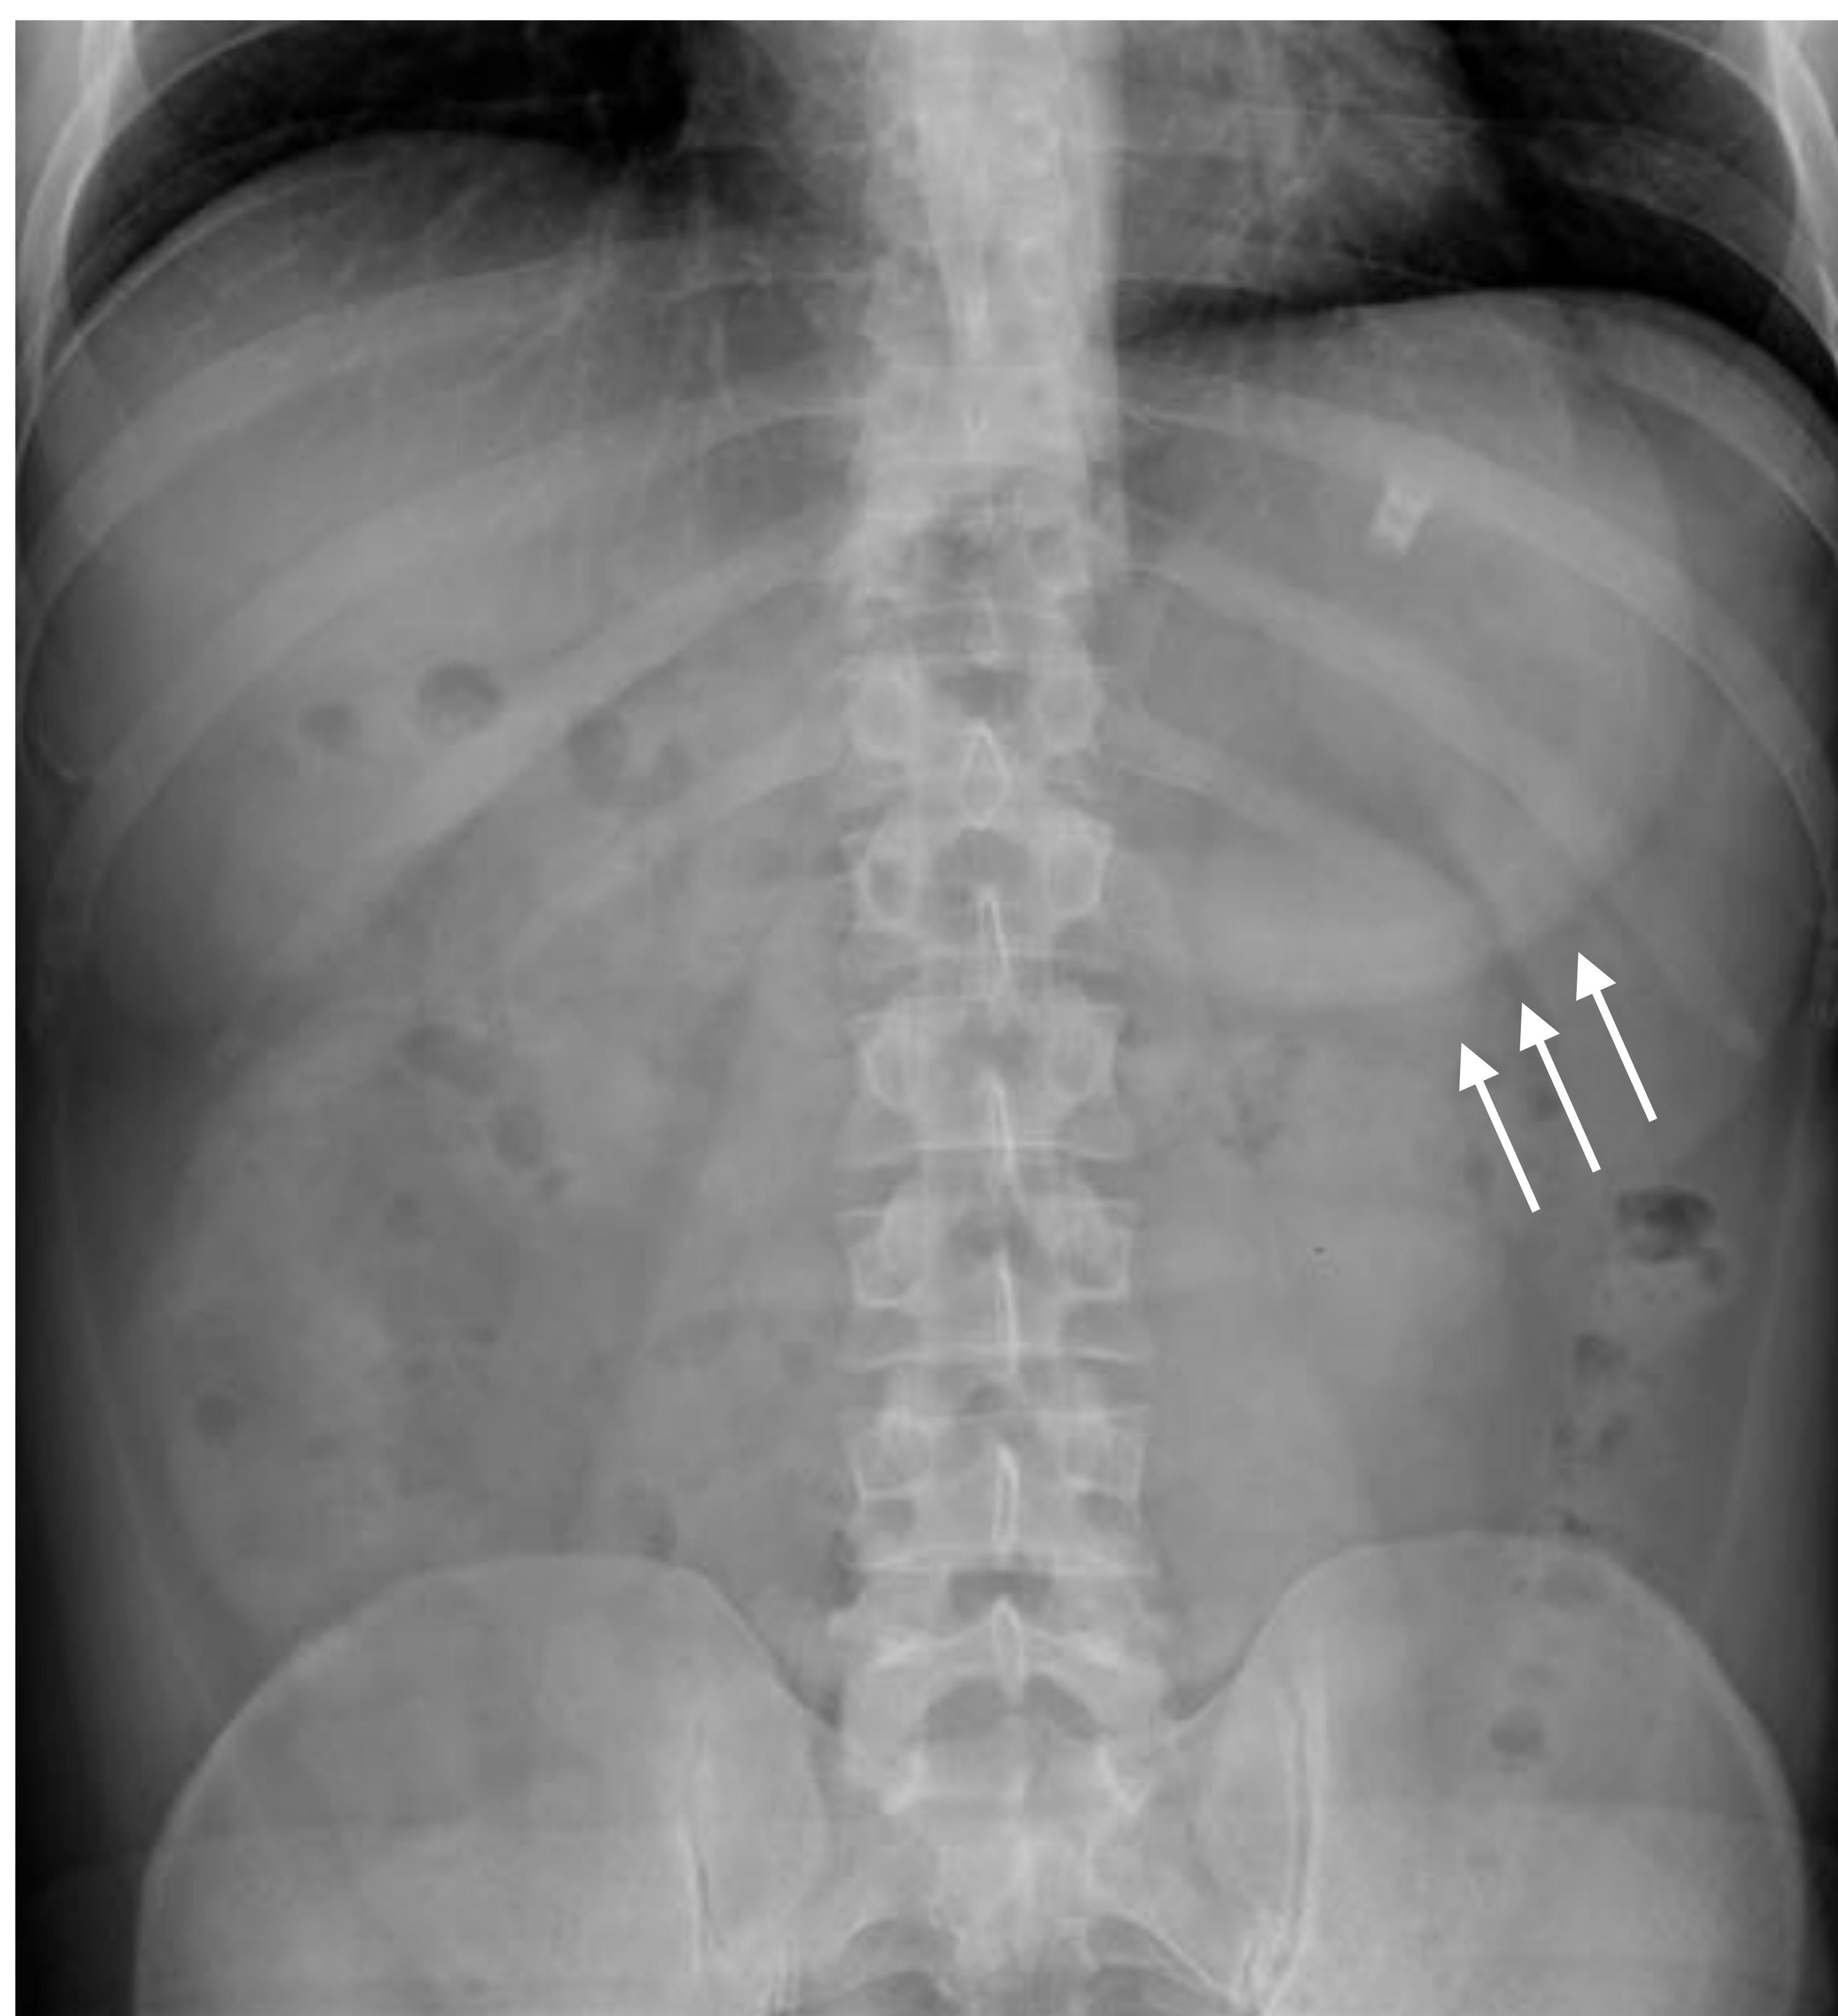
Radiografía de abdomen normal. Paciente portador de balón intragástrico (flechas blancas).
